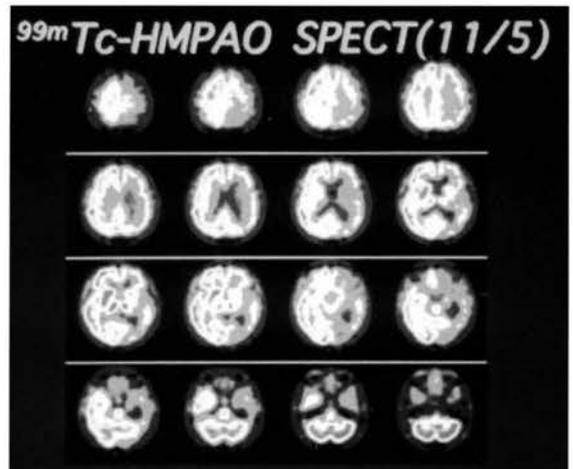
Tc-99m HM-PAO 脳血流SPECTを示す。左大脳半球に広範囲な血流低下がみられ、虚血性脳血管障害であると考えられた。
